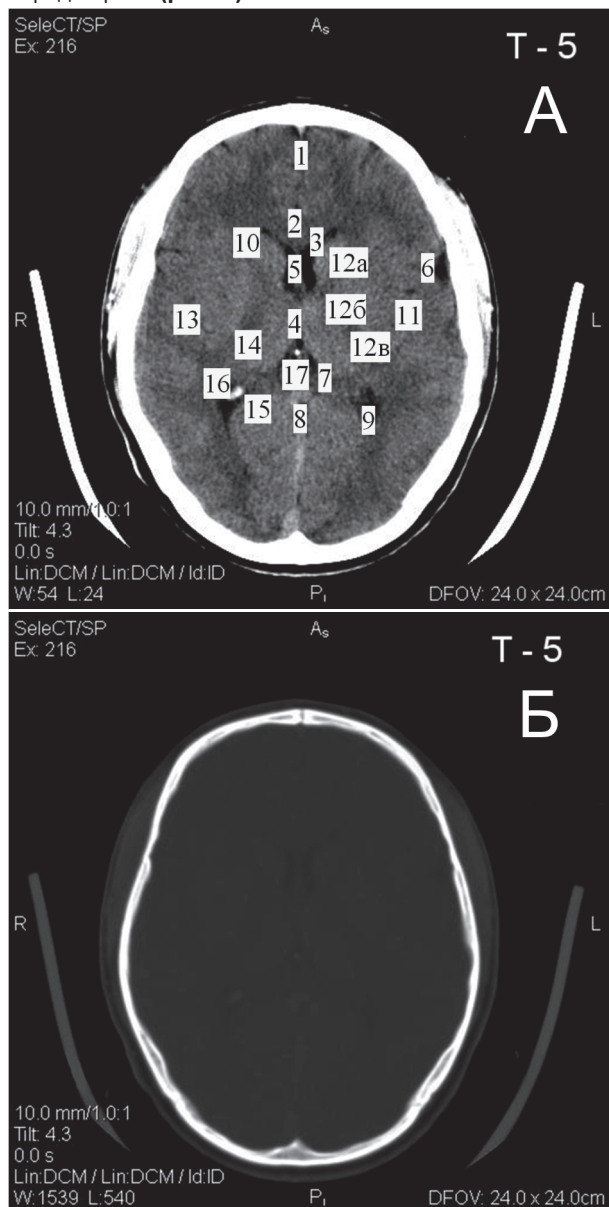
Томограма 5 (Т-5). А – тканинний режим, Б – кістковий режим: 1 – поздовжня щілина; 2 – мозолисте тіло; 3 – передні роги бічних шлуночків; 4 – ІІІ шлуночок; 5 – міжшлуночкові отвори; 6 – латеральна ямка; 7 – обхідна цистерна; 8 – чотирироггорбикова цистерна; 9 – задні роги бічних шлуночків; 10 – головка хвостатого ядра; 11 – лушпина; 12 – внутрішня капсула (а – передня ніжка, б – коліно, в – задня ніжка); 13 – зовнішня капсула; 14 – таламус; 15 – гіпокампальні звивини; 16 – звапніле судинне сплетення; 17 – шишкоподібне тіло (епіфіз).
